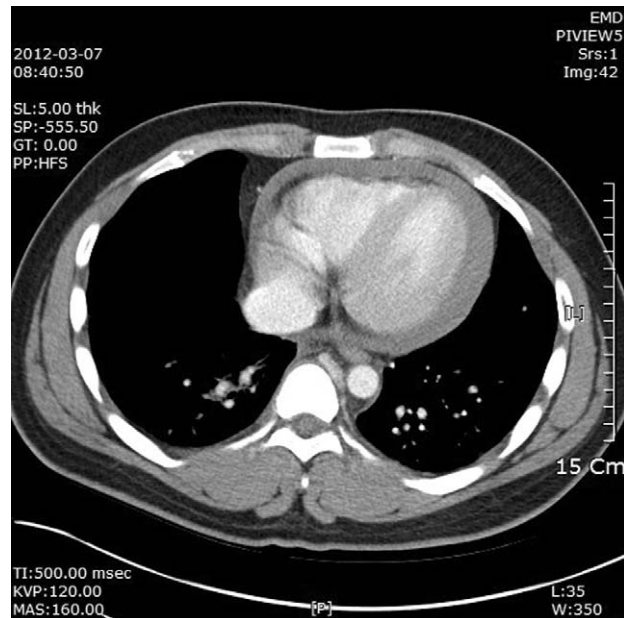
Contrast enhanced CT scan shows hemorrhagic fluid collection in the pericardium.
